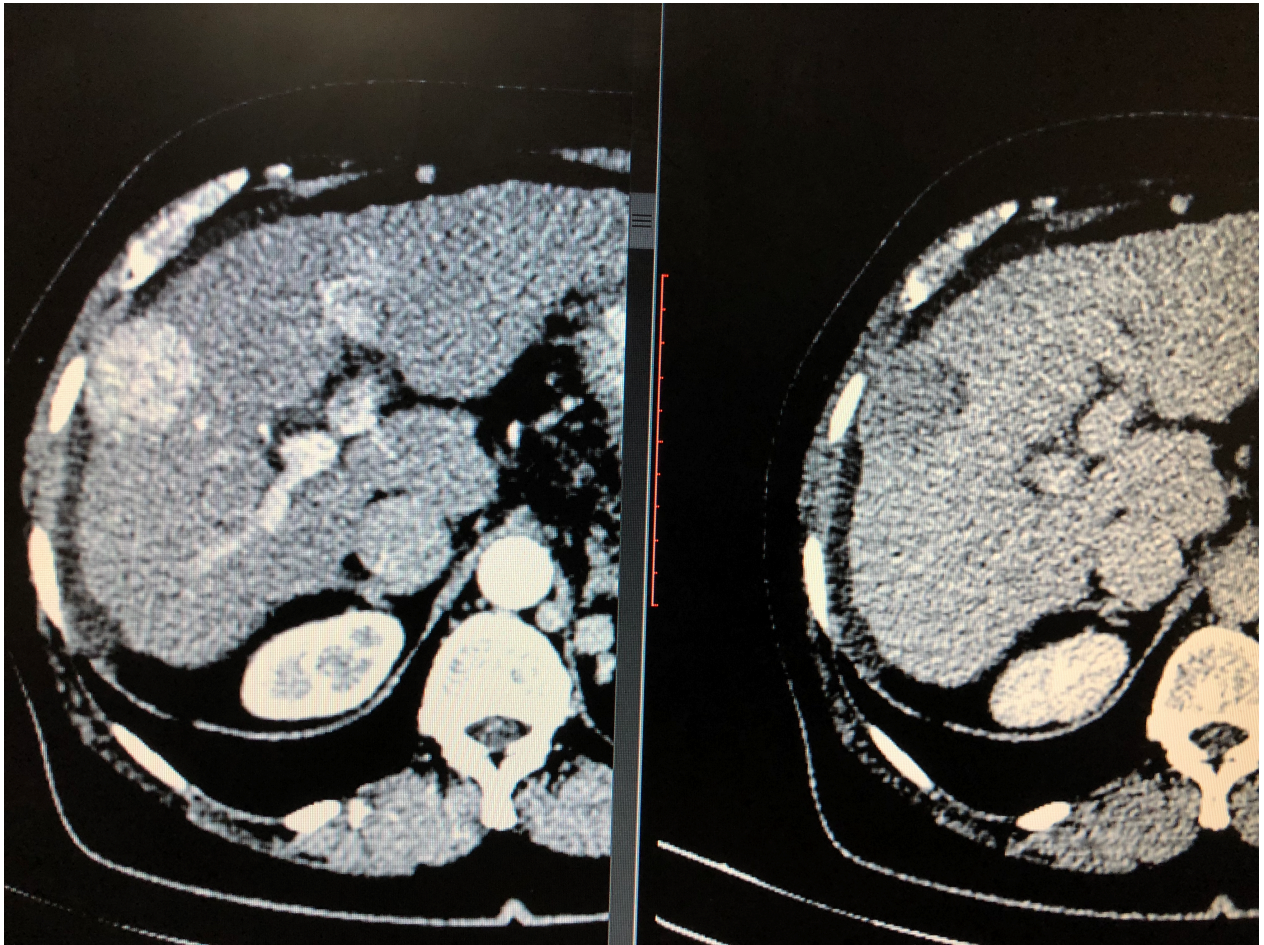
Imagens de carcinoma hepatocelular em exame de tomografia computadorizada. Observar lesão hipervascular em imagem à esquerda e “washout” à direita.
